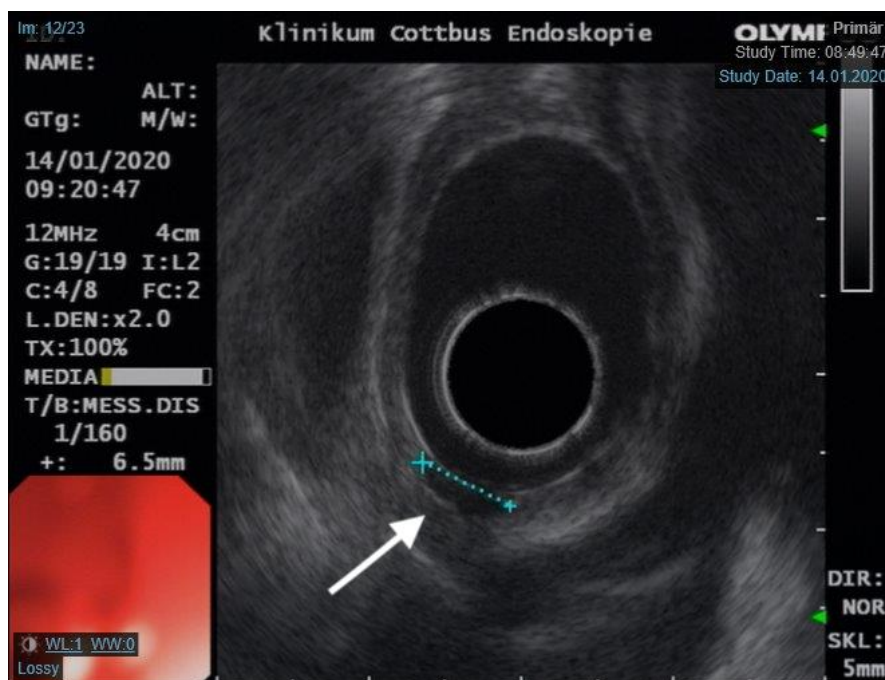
Endosonographie-Befund des Patienten mit tiefem Ösophagus-Ulcus (KCC-2b)
